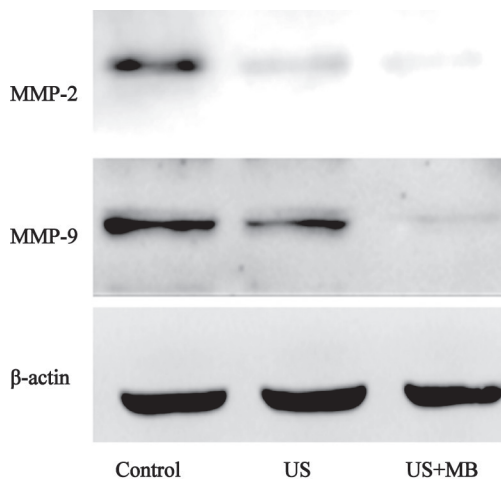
低频低能量超声联合微泡下调MMP-2和MMP-9蛋白表达
